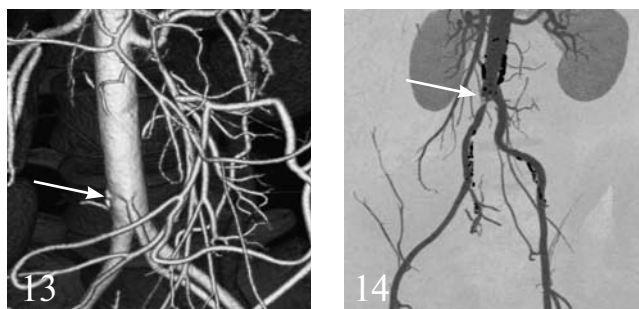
МСКТ 3-D-реконструкция брюшной аорты и периферических артерий: справа — стеноз верхней мезентерической артерии (стрелка); слева — окклюзия правой подвздошной артерии (стрелка).
